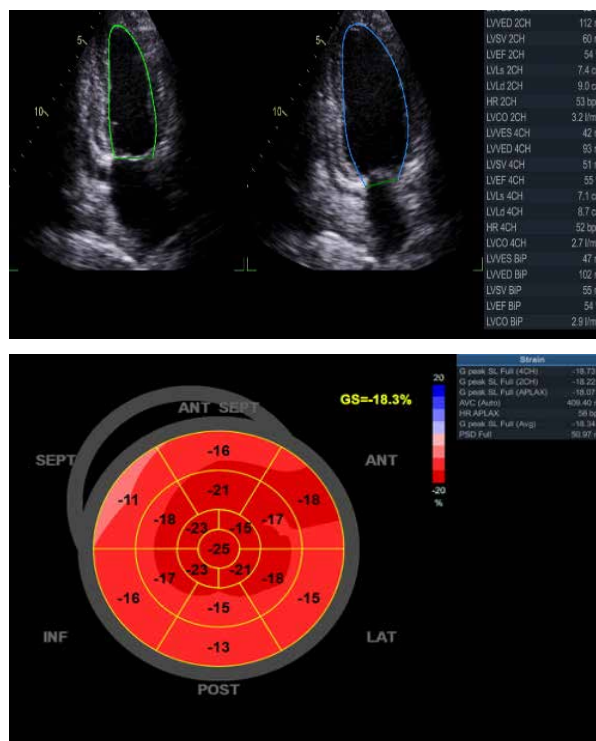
Ecocardiografia transtoracică
